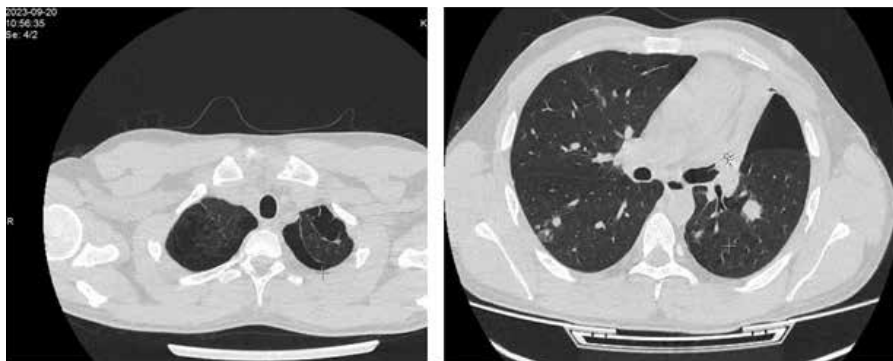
КТ ОГК от 20.09.2023, мужчина, 26 лет.
